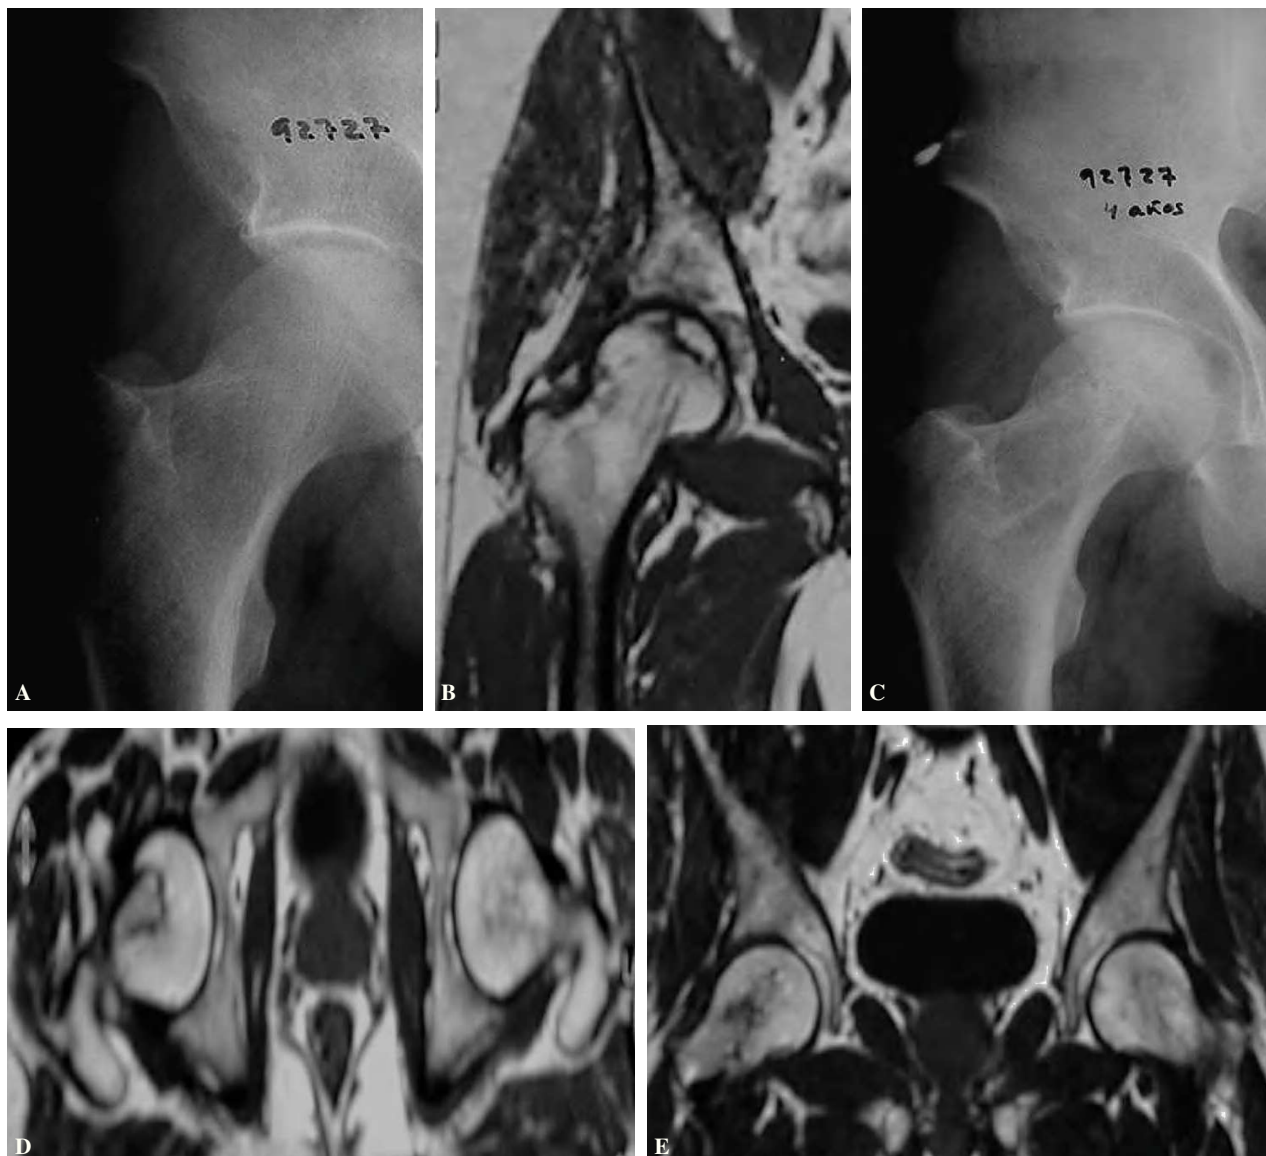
(A y B) Radiografía y resonancia magnética nuclear (RMN) de necrosis aséptica en estadio IIb. (C) Control posquirúrgico con integración del injerto y sin evolución radiológica de la necrosis. (D y E) RMN con integración del injerto y ausencia de signos de necrosis a los 4,5 años.
